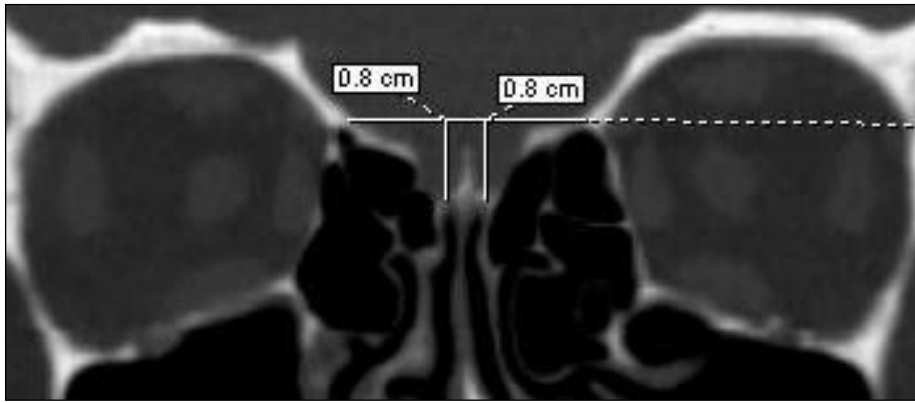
КТ в коронарной проекции, «костное» окно. Способ измерения глубины ольфакторных ямок
